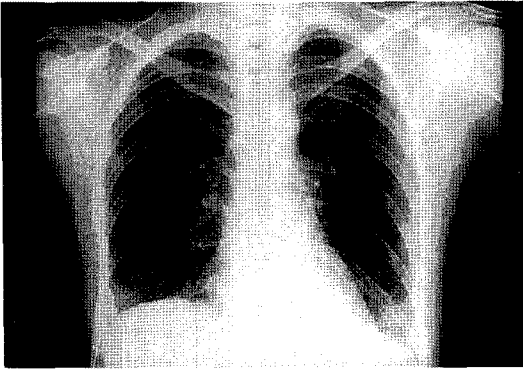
Chest radiograph demonstrates reticular opacity and ground-glass appearance in both lower lung zones.
